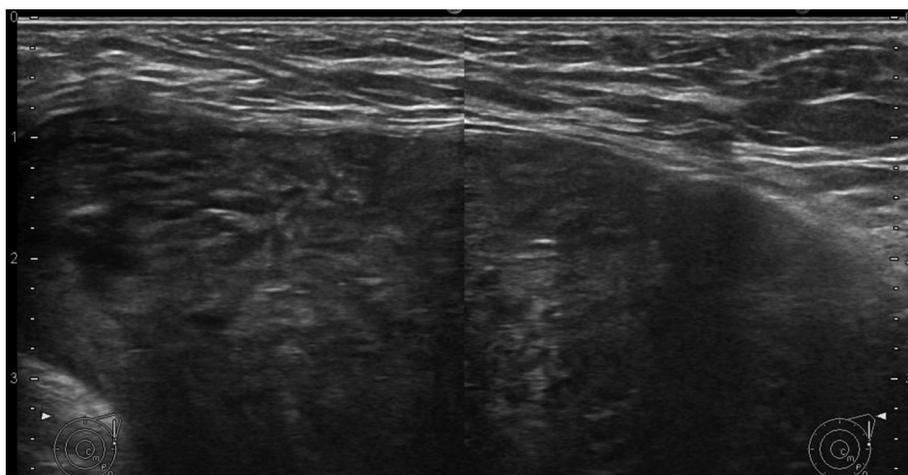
乳房超音波検査：左腋窩に83×58×45mm 大の境界明瞭平滑で内部構造がやや不均一な低エコー腫瘍を認める。
